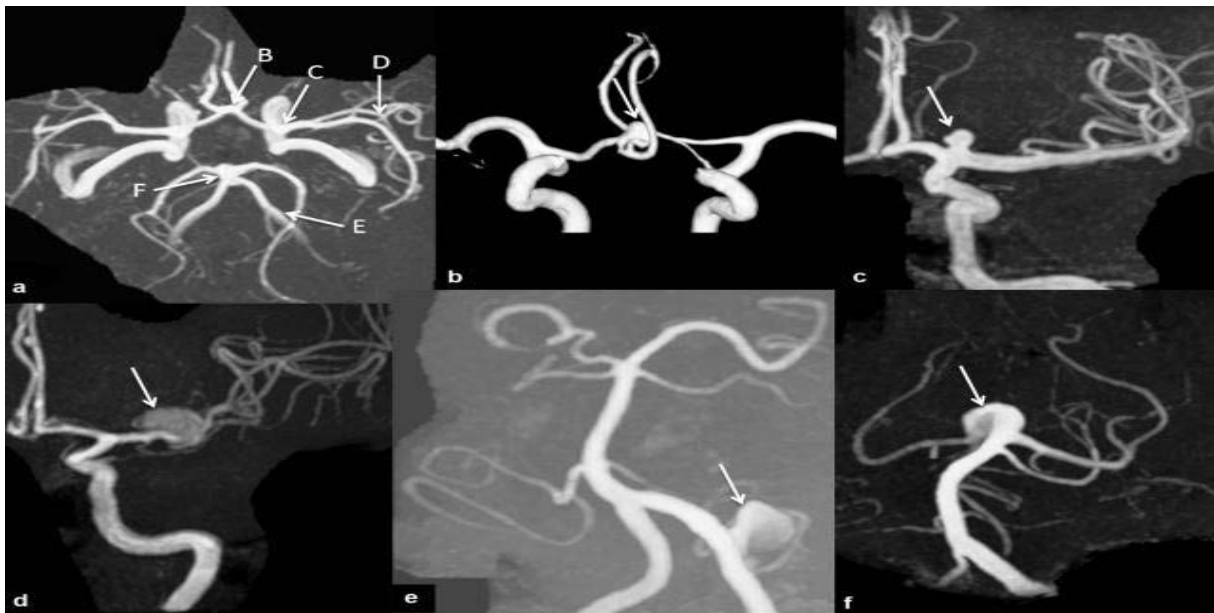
Localisations les plus fréquentes des anévrysmes dégénératifs sacciformes illustrées en ANGIO-IRM en temps de vol:[14]
